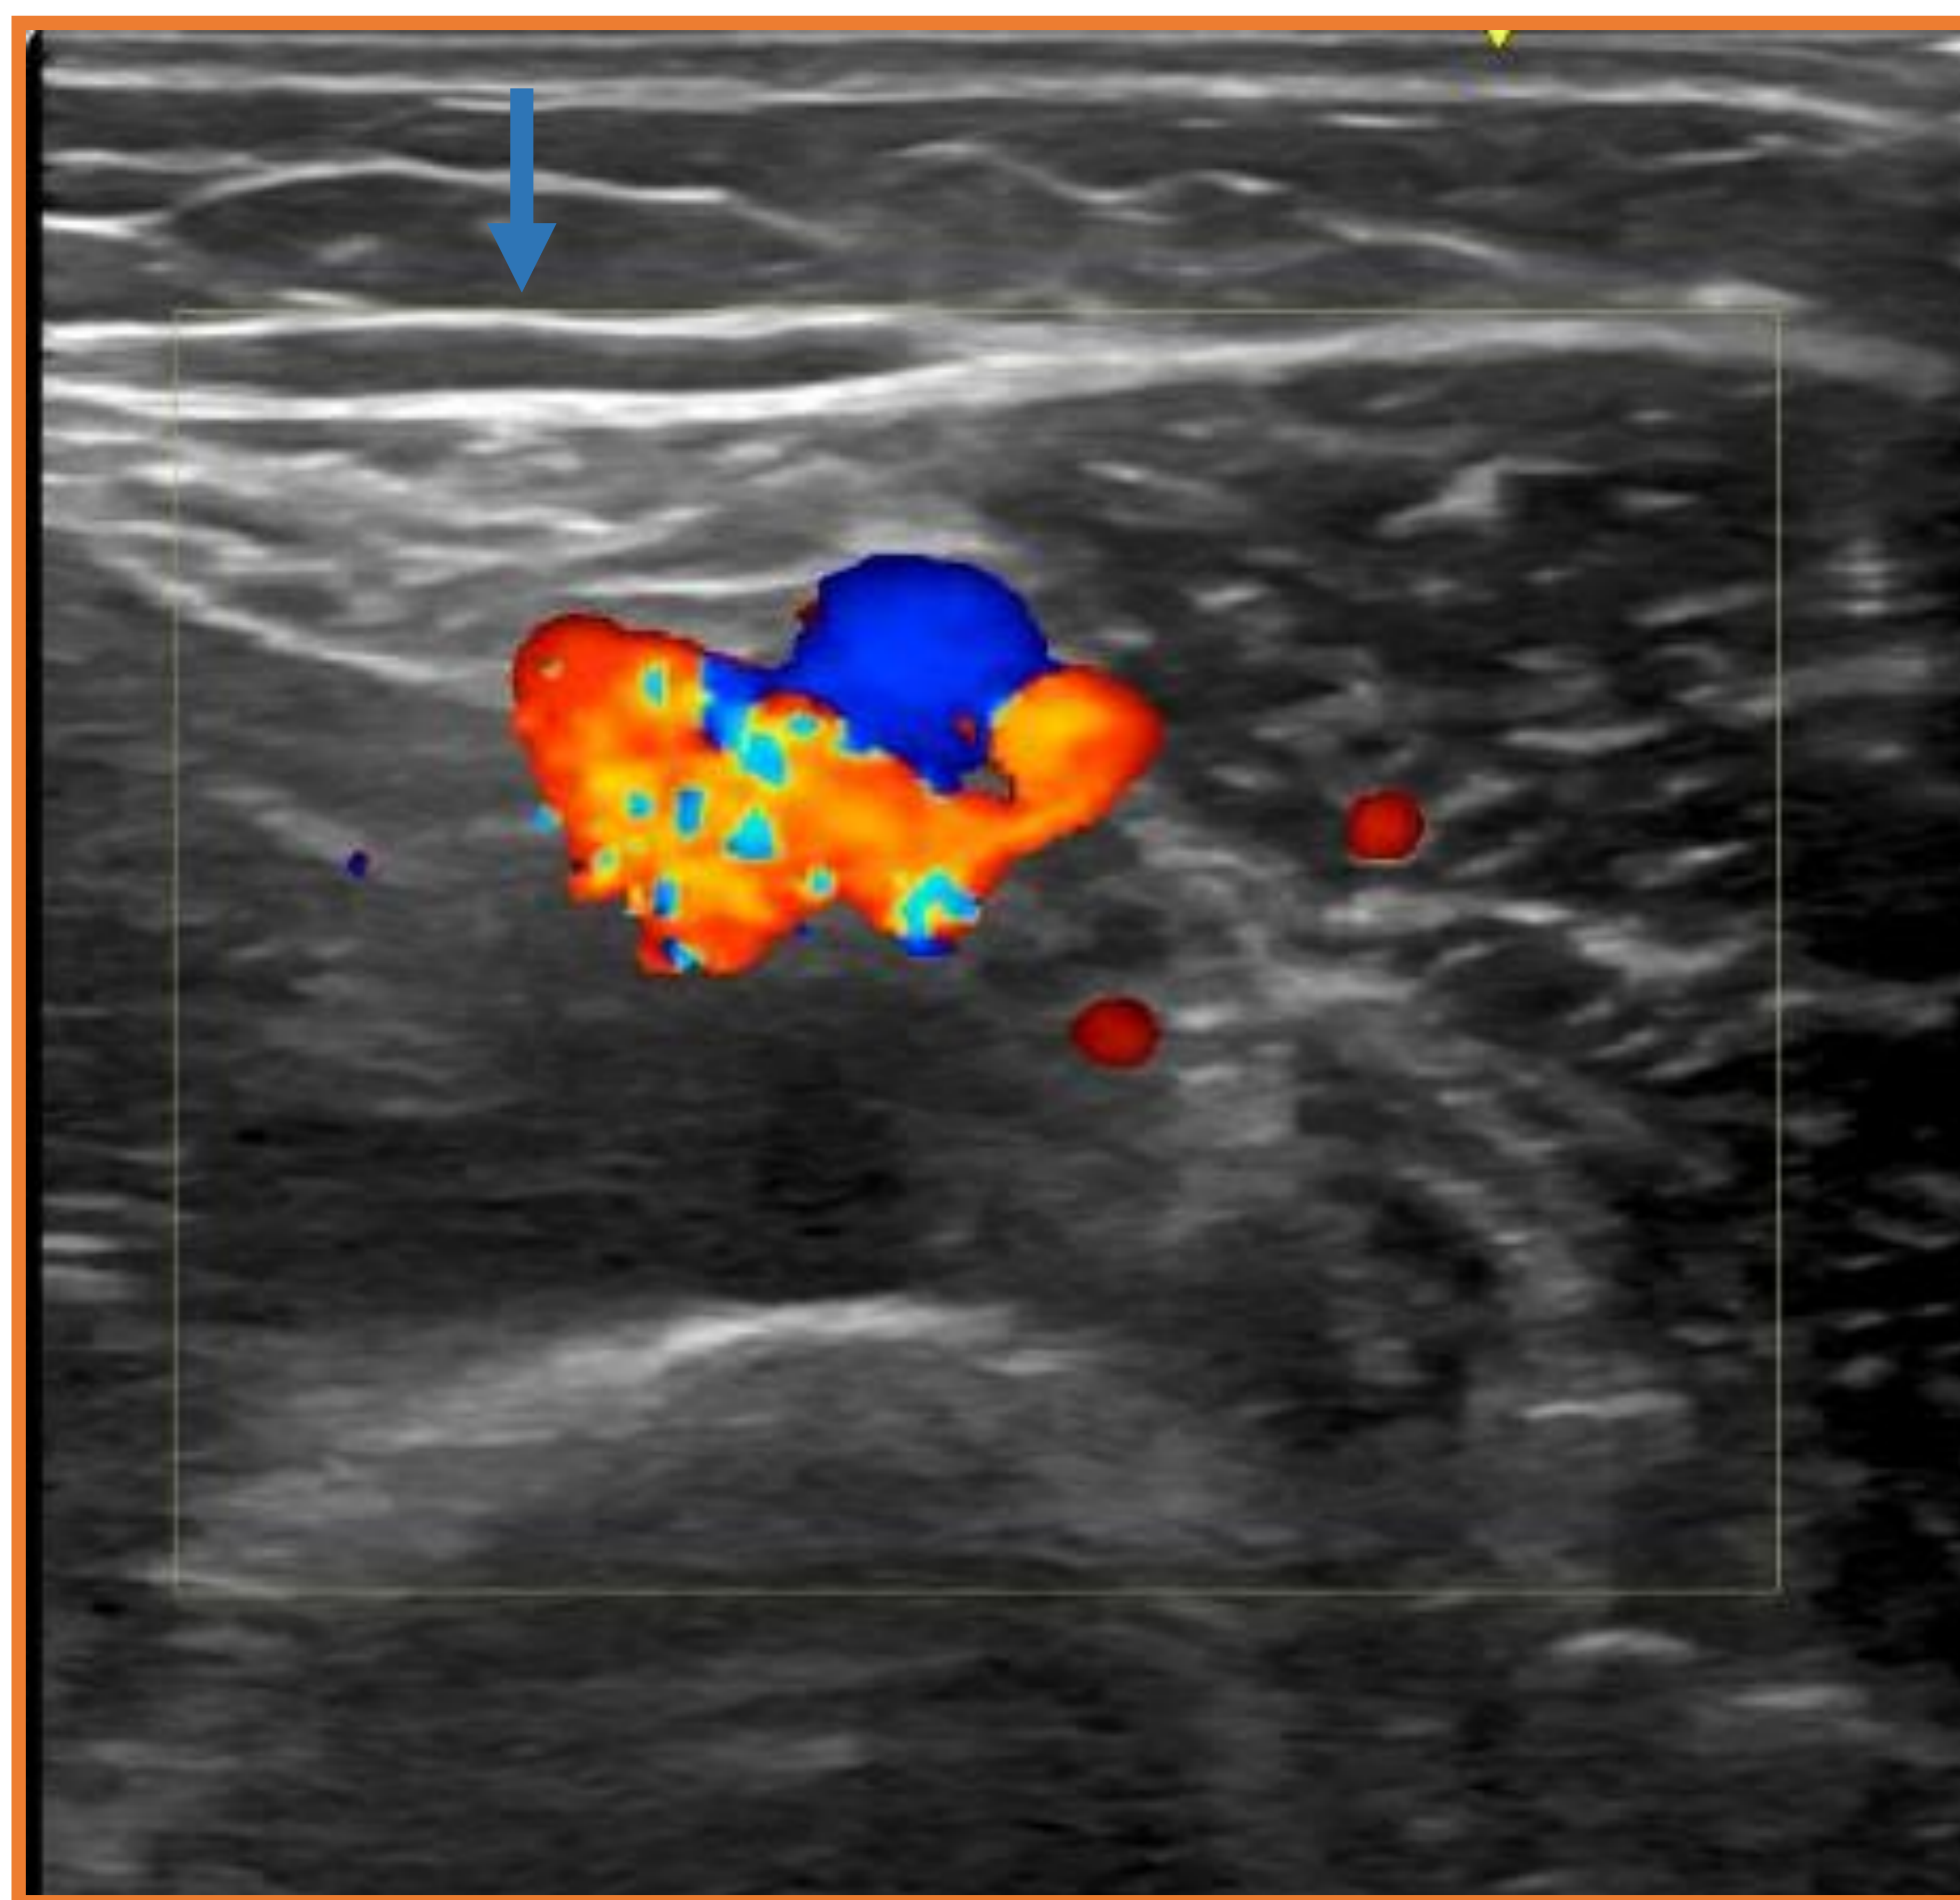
Ecografía en modo Doppler color. En la ecografía dirigida a la valoración de la axila se identifica una estructura tubular anecoica con paredes ecogénicas y sin flujo Doppler color en su interior (→). Se ha pautado tratamiento con AINES, pendiente de resolución.
